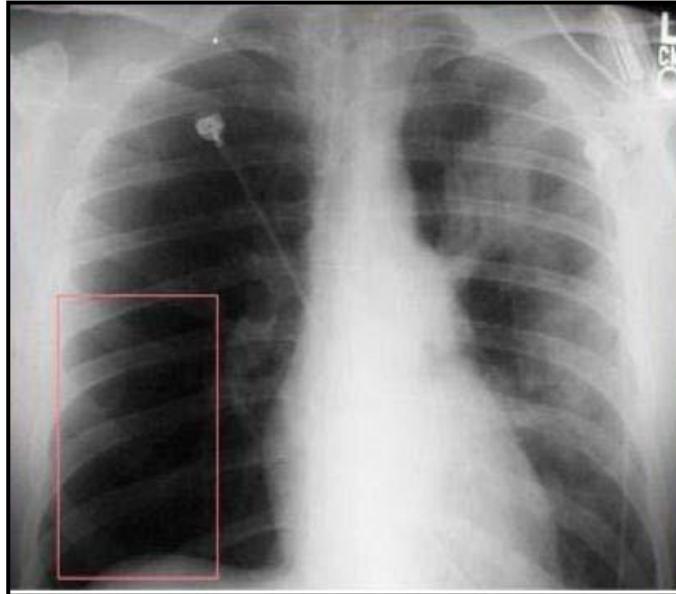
Radiographie thoracique de Face, montrant une hyperclarté basale droitelocalisée (Signe de Westermark).
